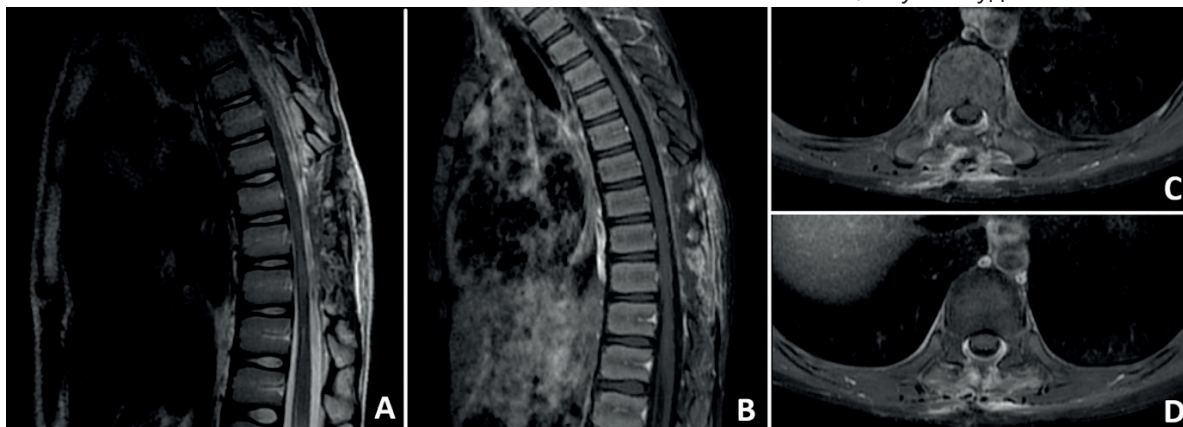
Послеоперационный МРТ грудного отдела позвоночника в режиме T1 с контрастным усилением в сагиттальных (А-В) и аксиальных (С-Д) срезах, демонстрирующий тотальное удаление экстрадурального образования на уровнях Th8-Th10
